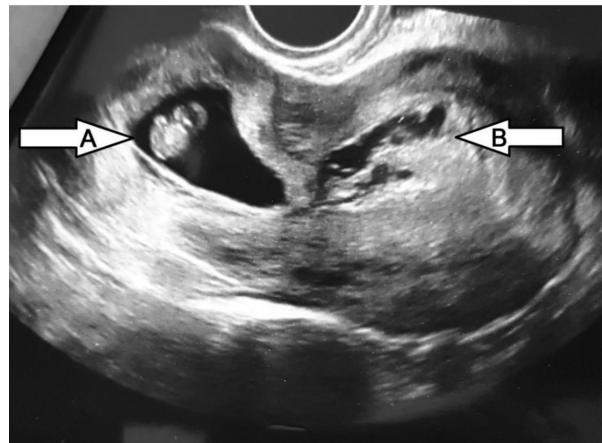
Sarcina ectopică cervicală la examenul USG endovaginal. A – sarcină în colul uterin; B – reacție deciduală a endometrului.
